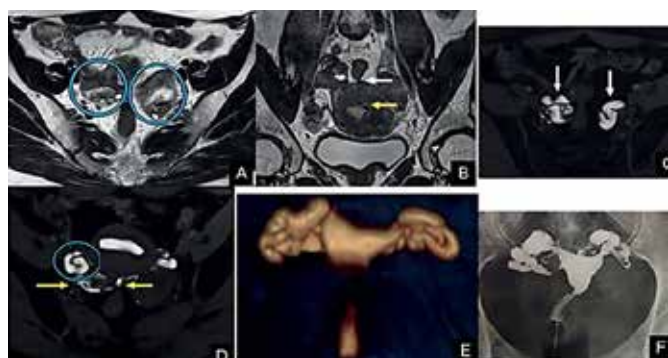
reconstrução de HSG por RM (1) e HSG (2) evidenciando hidrossalpinge bilateral⁵
